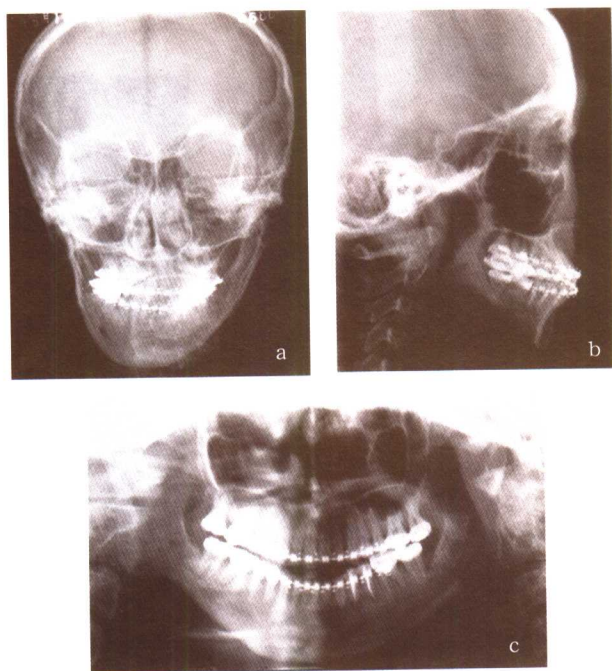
下颌偏头颅正、侧位及曲面断层X线片(a、b、c)
